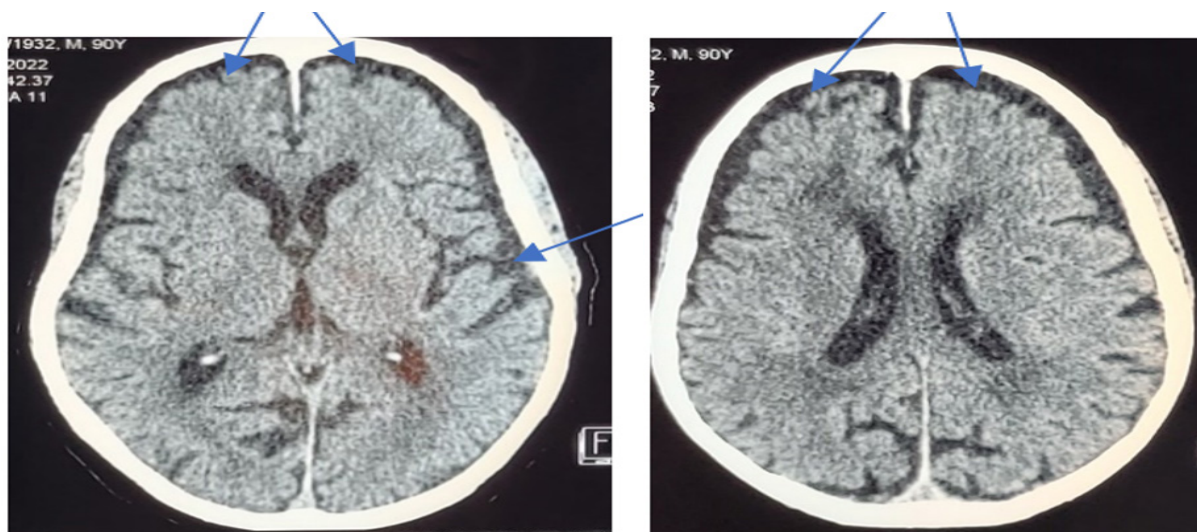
Axial cross-sectional brain CT scan showing bi-frontotemporal atrophy
